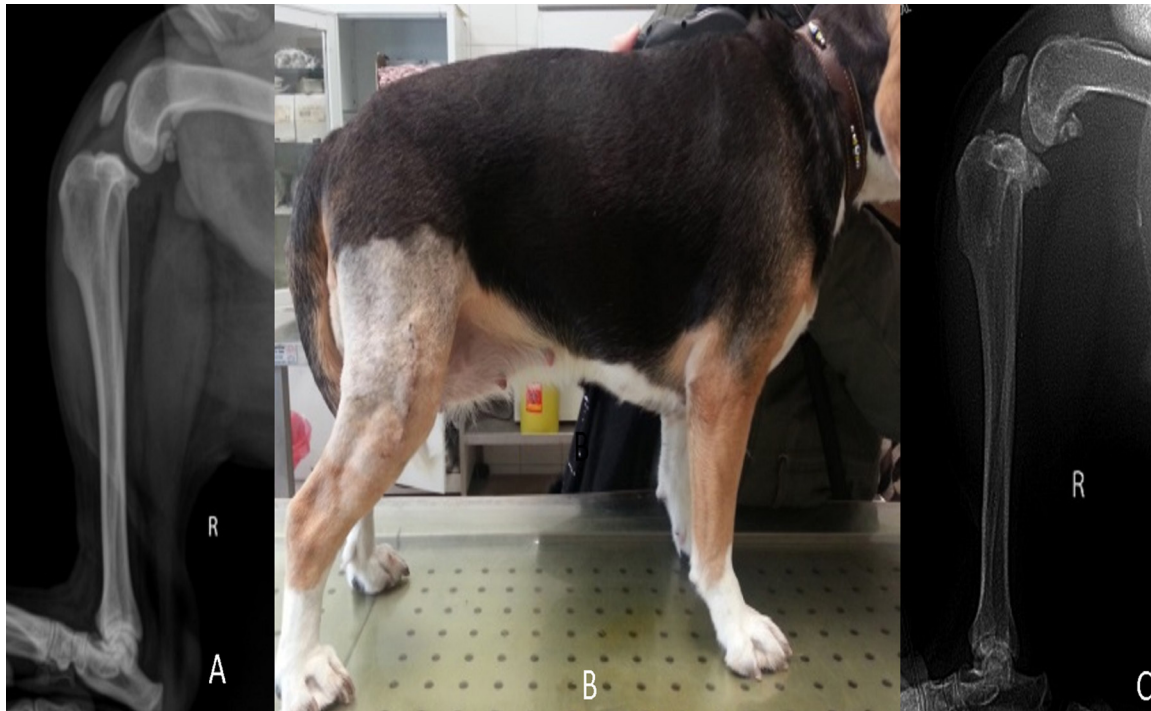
Radiographs and standing image of case no 9. A) Preoperative M/L radiograph, B) postoperative 10th day standing image, C) Postoperative 90th day M/L radiograph.
